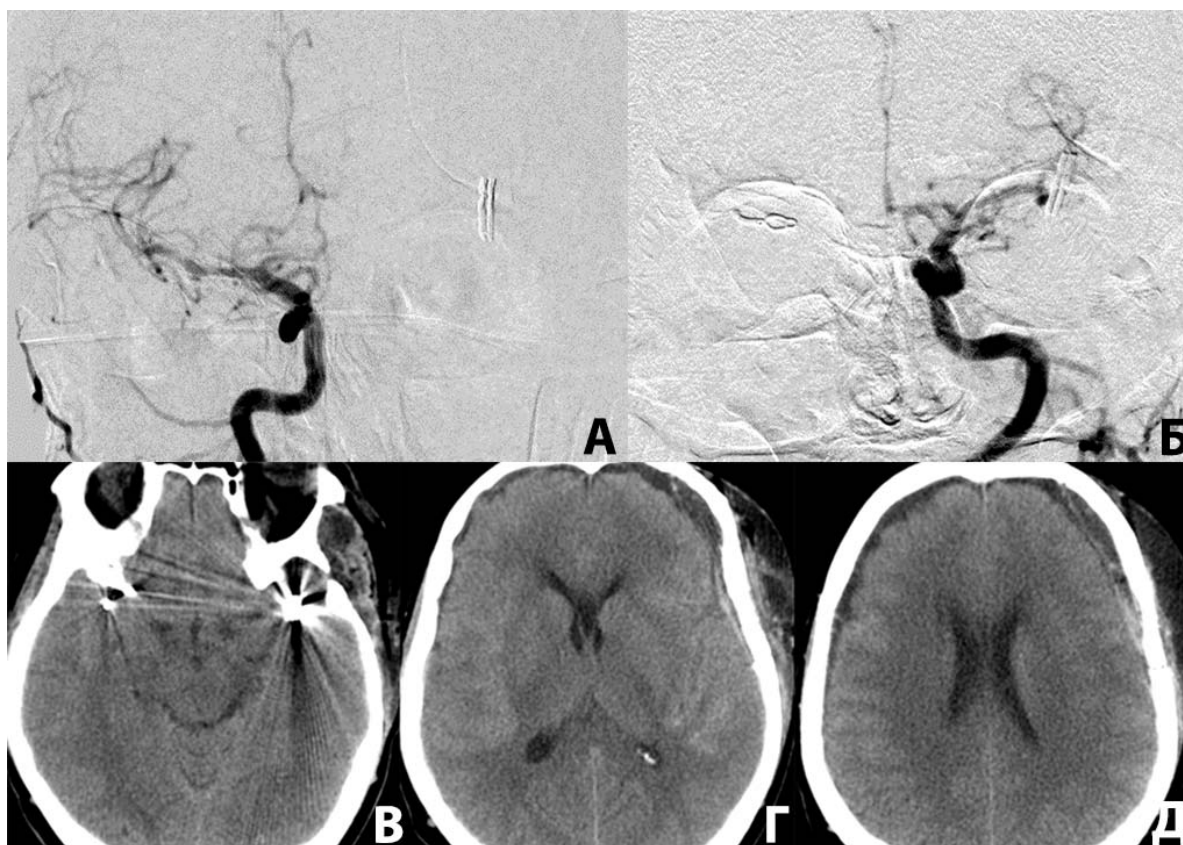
Каротидная АГ, выполненная пациентке К. на 9 сутки после САК (7 сутки после операции). А, Б – на фоне артефактов от движения пациентки убедительных признаков вазоспазма нет. В, Г, Д – нативное КТ-исследование, выполненные пациентке К. после удаления вентрикулярного дренажа и цистернального катетера (9 сутки после САК, 7 сутки после операции), по данным которых очагов отсроченной ишемии и нарастания размеров желудочковой системы не выявляется, данных за хирургические интракраниальные осложнения нет
